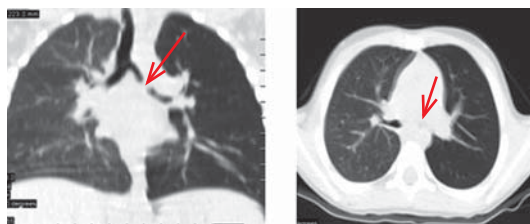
Пациент М., 2 года, с ИТ (указано стрелкой) левого главного бронха: МСК-томограмма (фронтальный и сагиттальный срезы)
